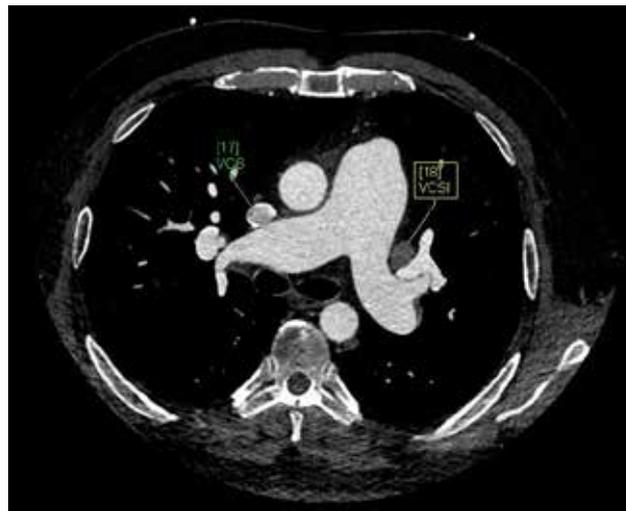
Angiotomografía de tórax en corte axial, ventana para mediastino, donde se señala la vena pulmonar superior derecha conectada a la vena cava superior (flecha verde) y persistencia de vena cava superior izquierda (flecha amarilla).
